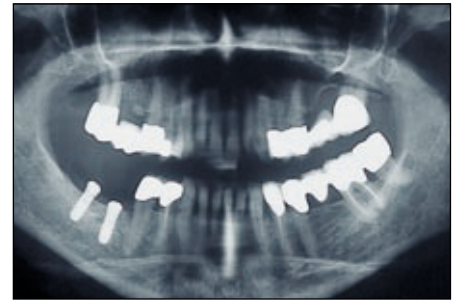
Abschlusskontrolle: Orthopantomogramm nach navigationsgesteuerter Implantation von zwei ITI®-Schraubenimplantaten regio 46, 47
